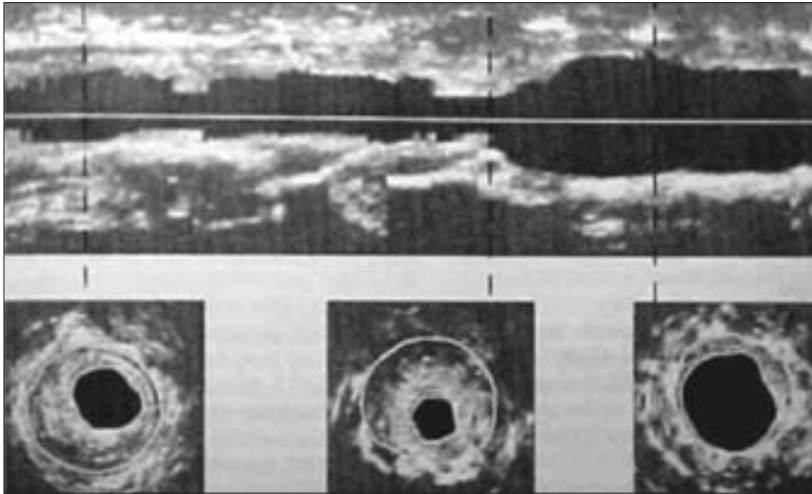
La introducción de la tecnología tridimensional, las sondas endoluminales más pequeñas, flexibles y con mayor banda de frecuencias, contribuirán en un futuro próximo a una expansión de los ultrasonidos intravasculares.
